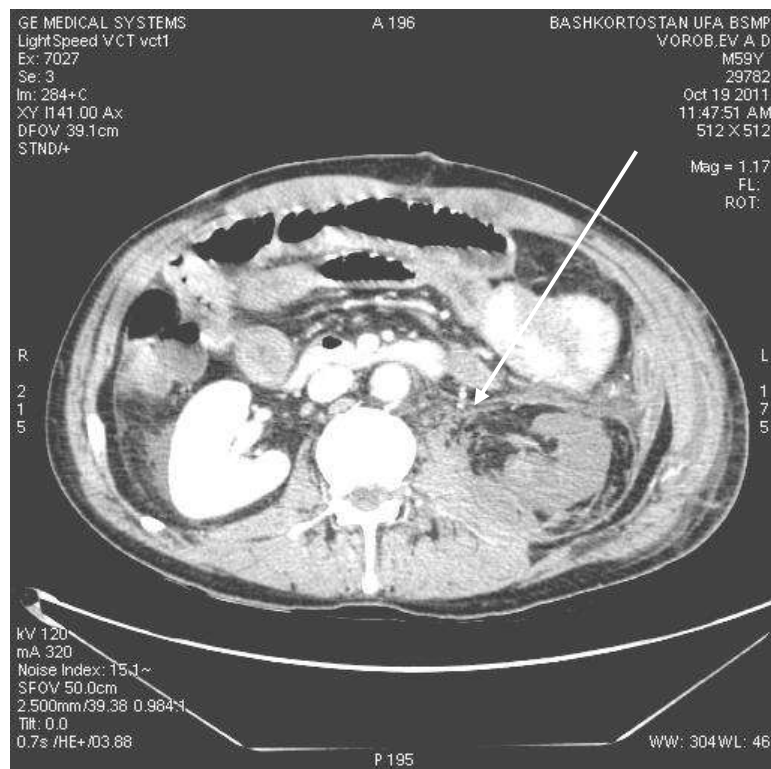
Компьютерная томограмма пострадавшего с паранефральным забрюшинным кровоизлиянием слева
